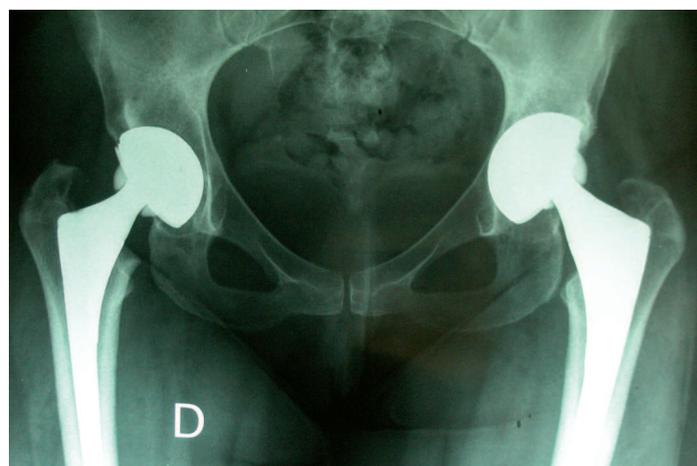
Radiografía simple final en el último seguimiento postoperatorio
